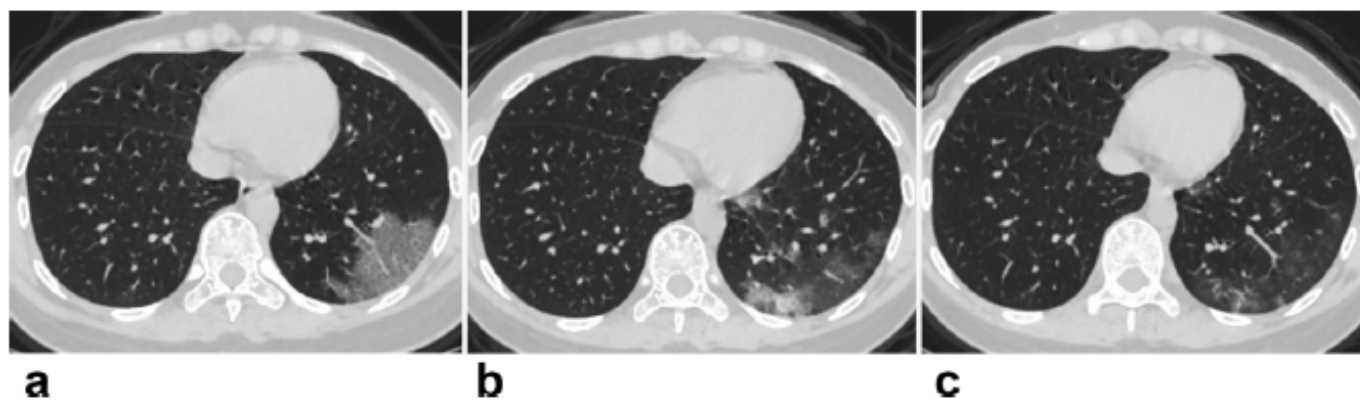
La TDM d'une femme de 29 ans non enceinte et atteinte de la Covid 19 (a : à l'admission – b : à j-6 – c : à j-13) dans l'étude de Liu et al [101]
